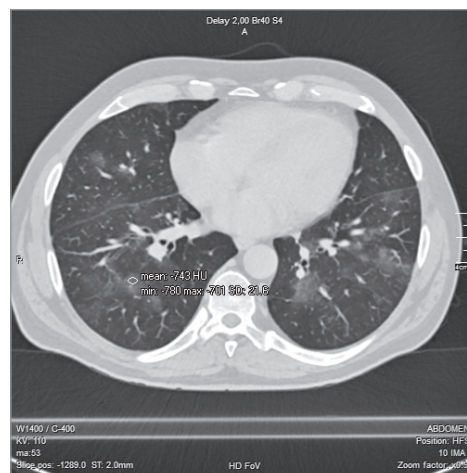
Аксіальний зріз КТ того самого хворого через 50 днів
